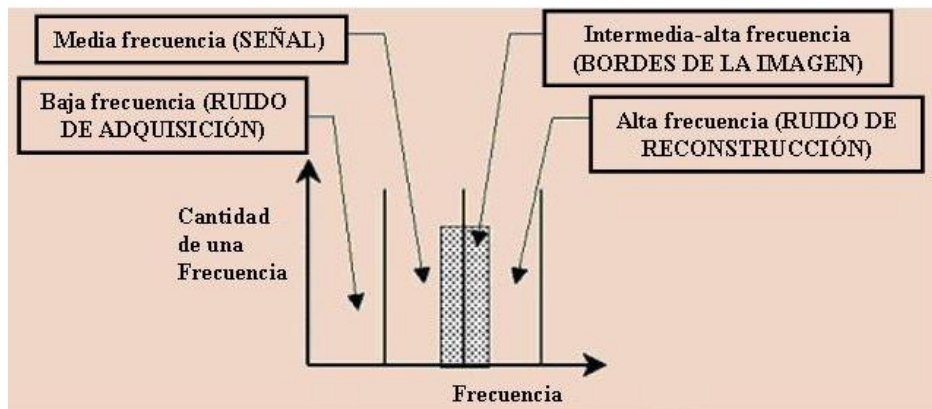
Distribución de frecuencias en imagen SPECT.*
